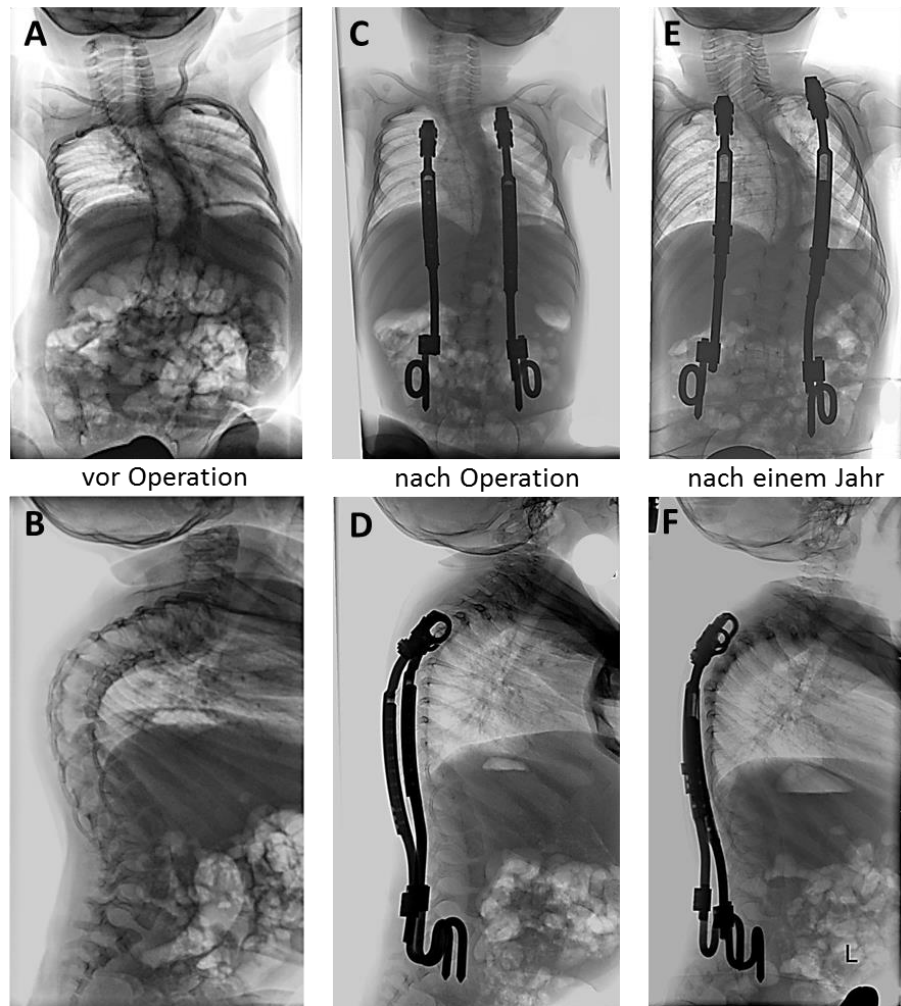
Mädchen mit intraspinalem Tumor und Wirbelsäulendeformität. Neben einer Skoliose (A) besteht eine ausgeprägte Kyphose (B). Die Behandlung erfolgte mit bilateralen Rippe-zu-Becken VEPTR-Implantaten (C-D). A.p.- (A, C, E) bzw. laterale (B, D, F) Röntgenaufnahmen eines 1,5 Jahre alten Mädchens mit leptomeningealem Tumor. Die Hauptkrümmung von  $62^\circ$  (A) konnte postoperativ auf  $35^\circ$  (C) korrigiert werden. Die Korrektur konnte im 1-Jahres-Verlauf aufrechterhalten werden (E). Im sagittalen Profil (B) konnten die Kyphose und Lordose initial korrigiert werden (D), im Verlauf nahm die Kyphose wieder zu (F).
